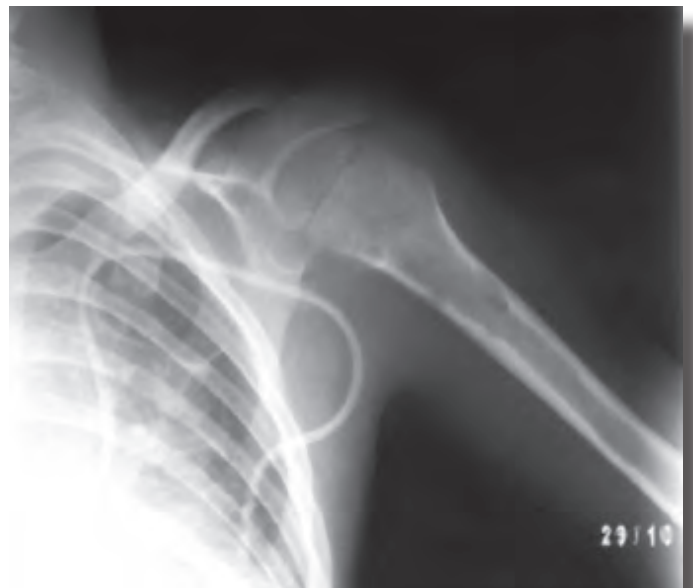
Radiografía de húmero que muestra la imagen en saca-bocado (flechas) de afección ósea.
